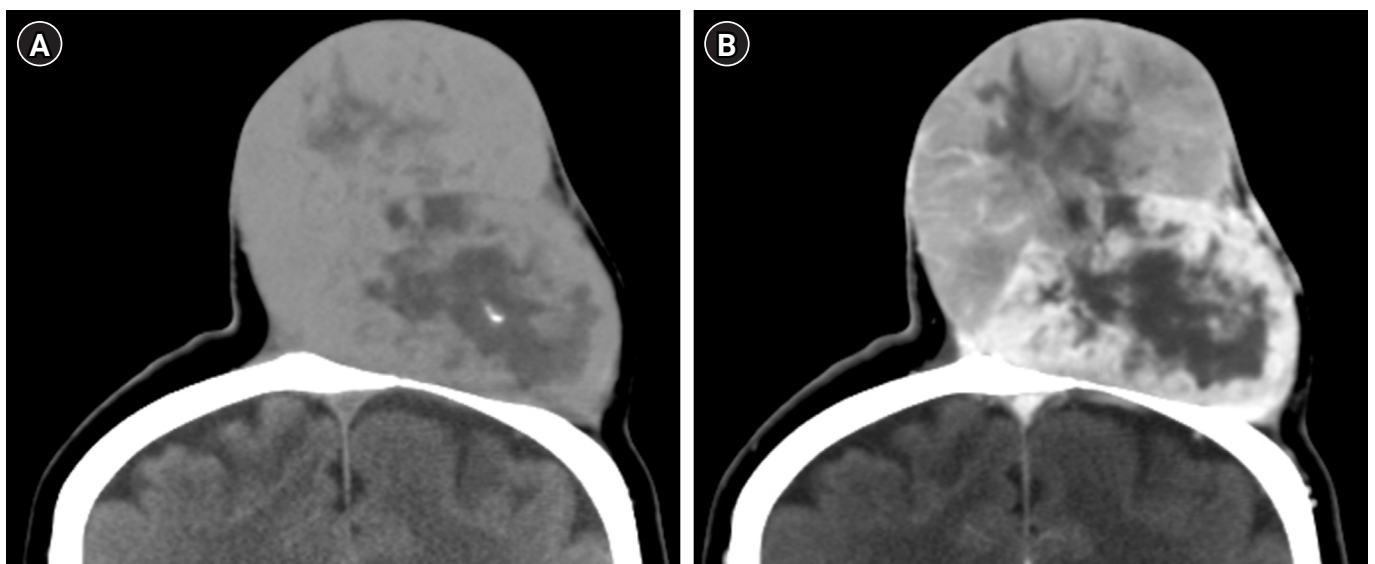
Different enhanced pattern of the superior and inferior mass on non-enhanced (A) and enhanced (B) coronal computed tomography image. A heterogeneous but well-enhanced lesion on the peripheral portion with a less-enhanced central portion of the inferior portion of the mass. The superior half of the mass was less enhanced compared to the inferior half.
